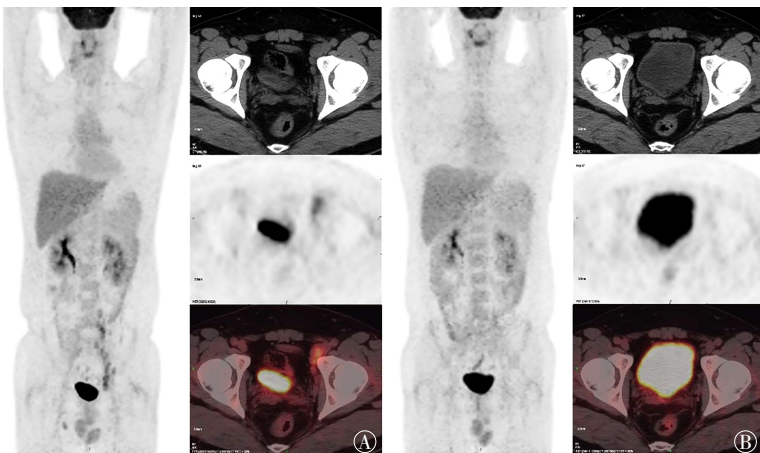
完全缓解组滤泡性淋巴瘤患者治疗前后 ^{18}F -FDG PET/CT 图像对比 患者男性, 32岁, 图中, A: 患者化疗前最大密度投影图(左栏)示全身多发低-中代谢的淋巴瘤累及淋巴结, CT、PET及PET/CT融合图像(右栏自上而下)示左侧髂血管走行区多枚增大淋巴结, 基线最大标准化摄取值约为4.8; B: 3个周期利妥昔单抗联合环磷酰胺、阿霉素、长春新碱和泼尼松化疗后, 全身最大密度投影图(左栏)示全身未见异常代谢淋巴结, CT、PET及PET/CT融合图像(右栏自上而下)示左侧髂血管走行区增大淋巴结消失, 疗效评价为完全缓解。
